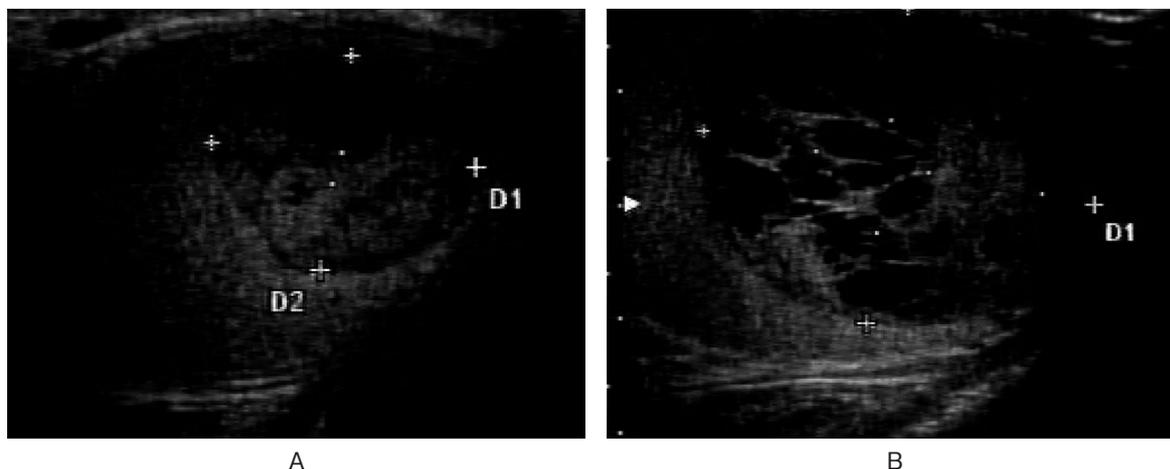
Ultrasonography showed right testicular solid tumor (1A) and left testicular multilocular tumor (1B).
